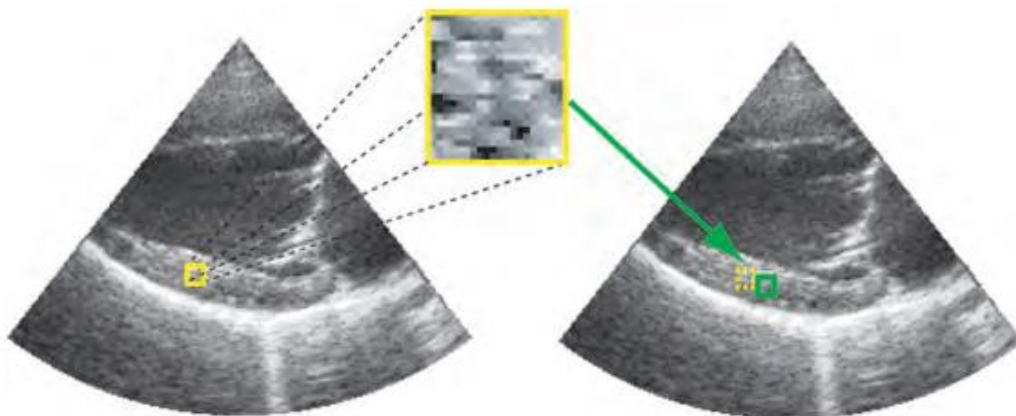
Un particolare segmento viene identificato grazie ad una specifica sequenza di grigi sull'immagine ultrasonora definita *speckle pattern*. Grazie a questa è possibile identificare quello stesso segmento nel momento in cui va a muoversi divenendo così il marker acustico del tessuto.
